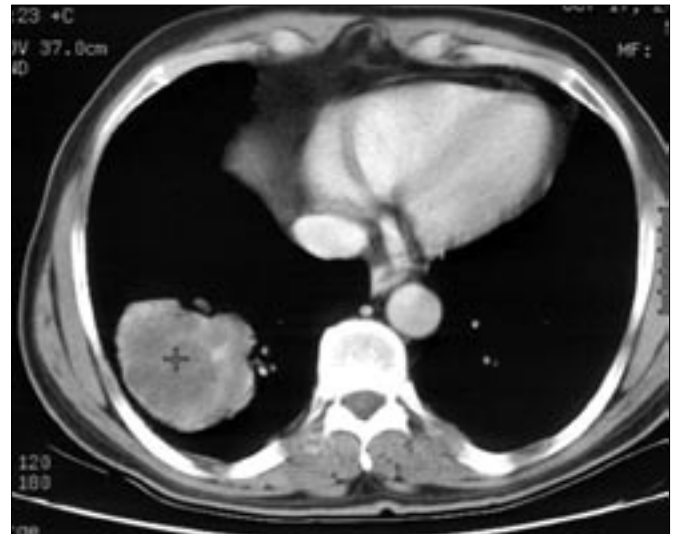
CT of the mass in the right lower lobe.
